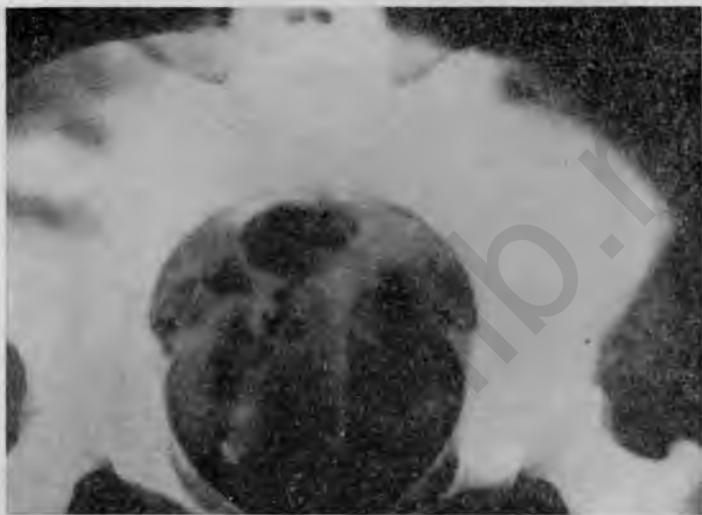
Рентгенограмма входа в таз женского типа.
